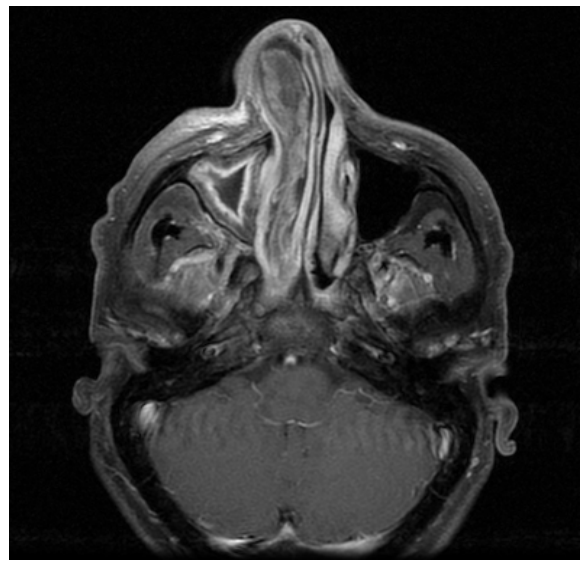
IRM des fosses naso sinusiennes en coupes frontales T1 Gado + (a et b) et T2 (c) : rehaussement hétérogène de la fosse nasale gauche (FN) qui est élargie, du sinus frontal (étoile) ainsi qu'un rehaussement périphérique du sinus maxillaire homolatéral [Imagerie du CHU HassanII].
